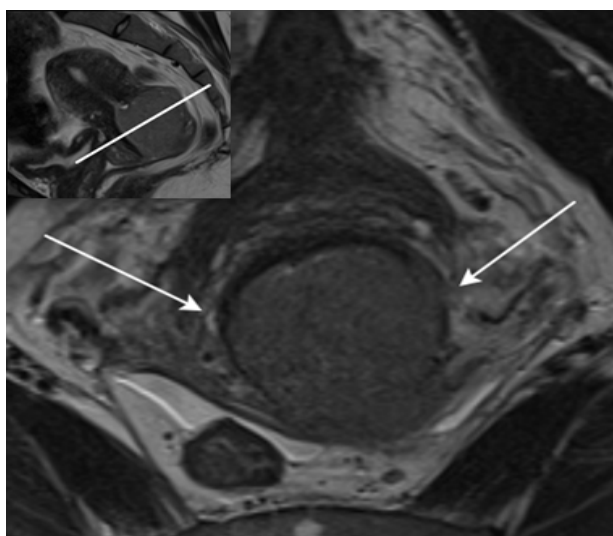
МРТ шейки матки. Стрелками обозначена опухоль.
